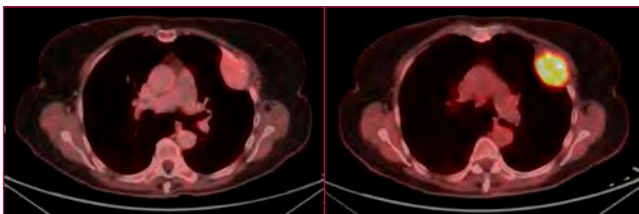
PET-TC amb 18F-FDG i contrast EV, abans (A) i després (B) de l'estimulació amb TSHr.
